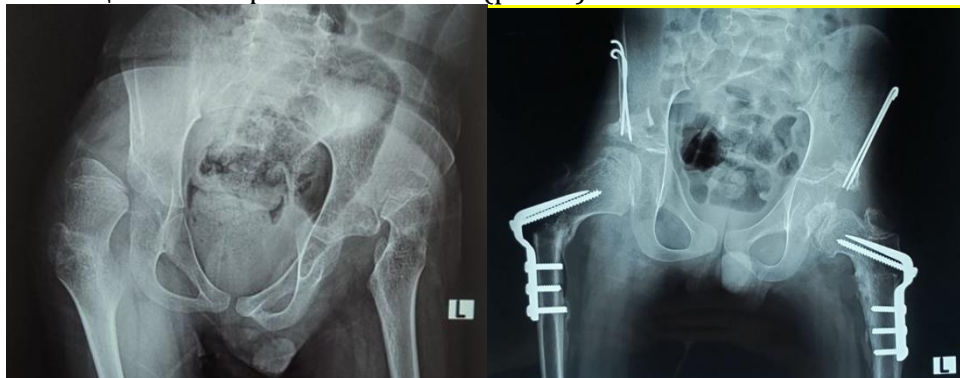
Рентгенограммы таза пациента со спастическим вывихом бёдер до операции и через 1 год после реконструкции.
